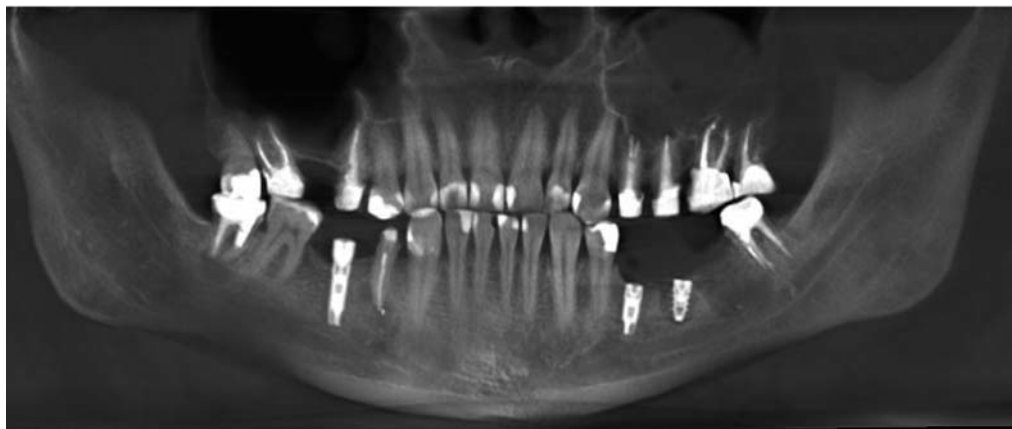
3D-томограми пацієнтки О., 46 р. лівобічний хронічний гіперпластичний гайморит, гранулематозний періодонтит 25, 26 зубів, вихід пломбувального матеріалу за верхівку зуба.
